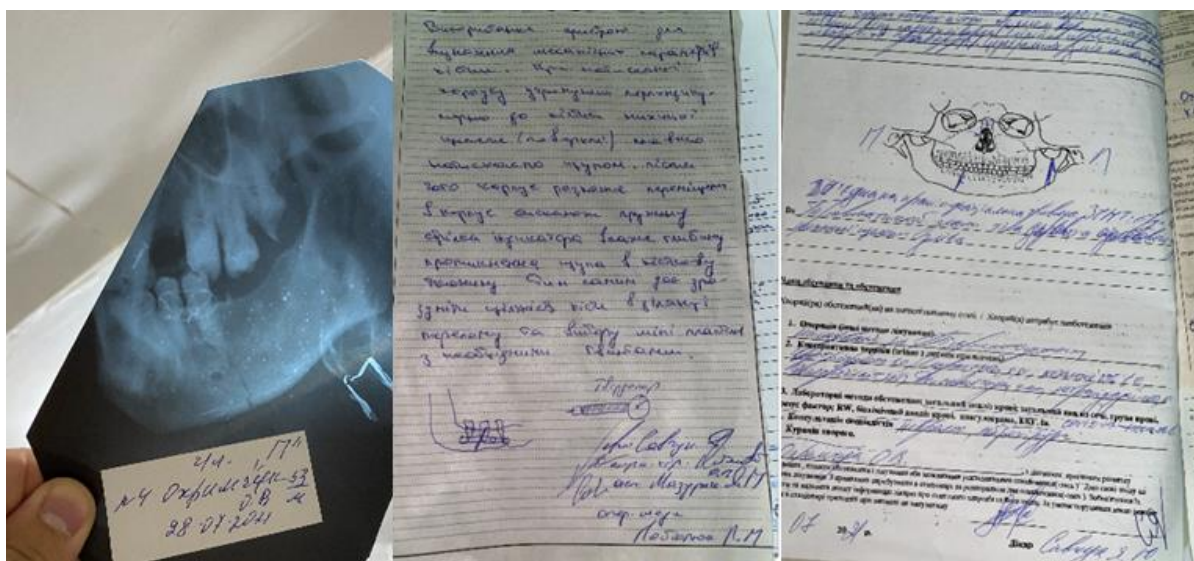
Рентгенологічний знімок правої половини НЩ (за Генішем) та медична документація пацієнта О., 56 р., і/хв. №6681, д-з косий перелом нижньої щелепи в ділянці 44,45 зубів (за класифікацією Samson I тип)
